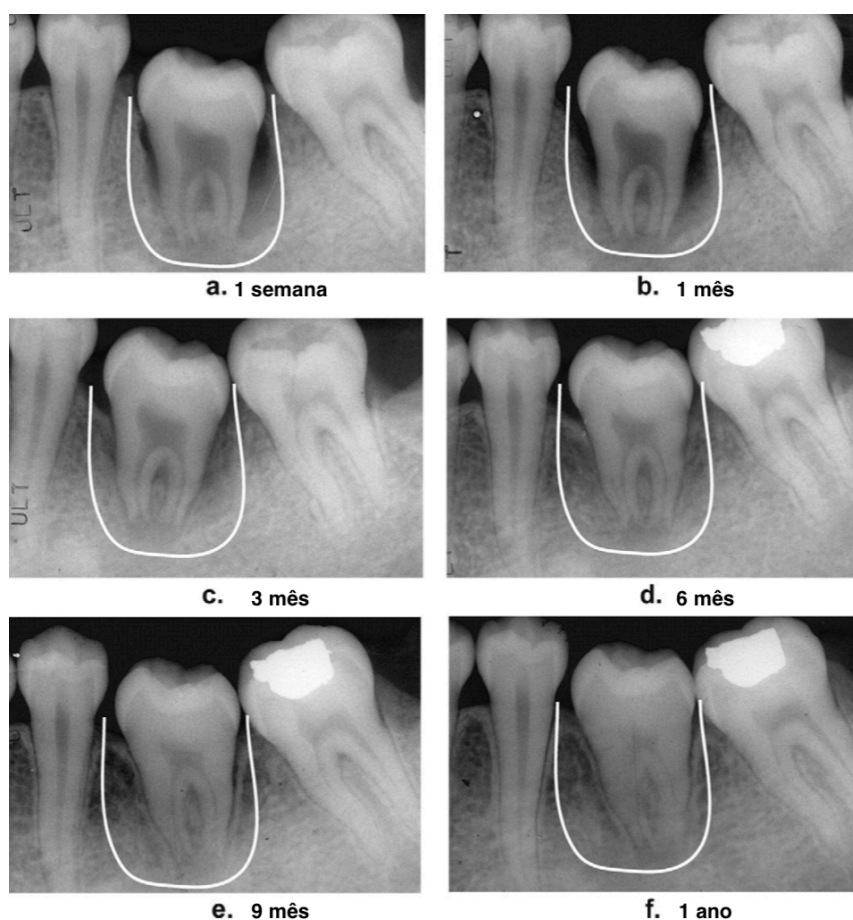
Radiografias pós-operatórias mostrando alterações no osso alveolar (Waikakul et al., 2011)
